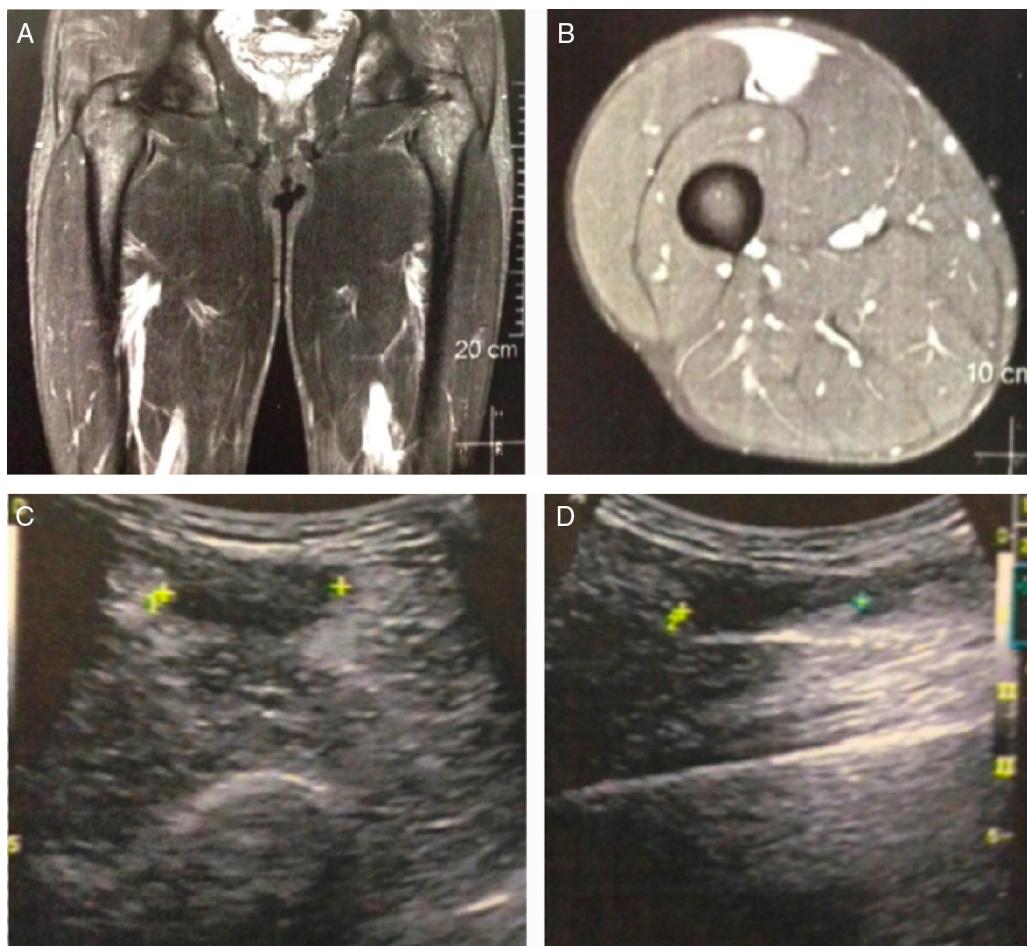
(A, B) Incidências coronais e axiais, respectivamente, de ressonância magnética que mostram hipersinal no local anatômico do músculo reto femoral; (C, D) imagens de ultrassom que mostram sinal hipoecogênico, sugere a presença de hematoma.
